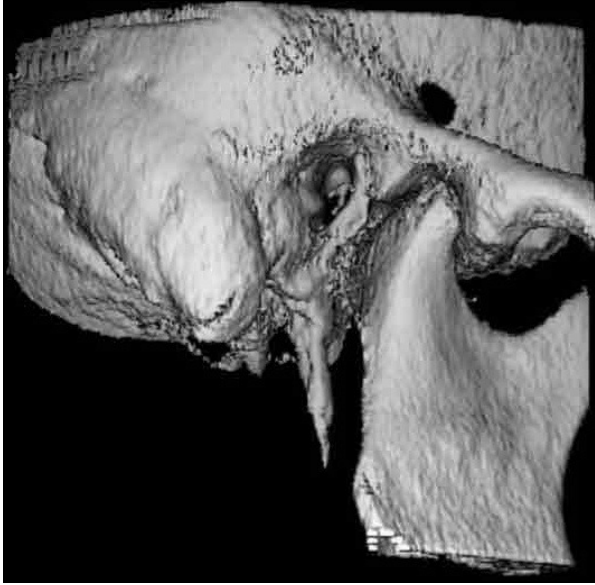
Beispiel für die Darstellung eines rechten Kiefergelenks mittels digitaler Volumentomographie [84]
